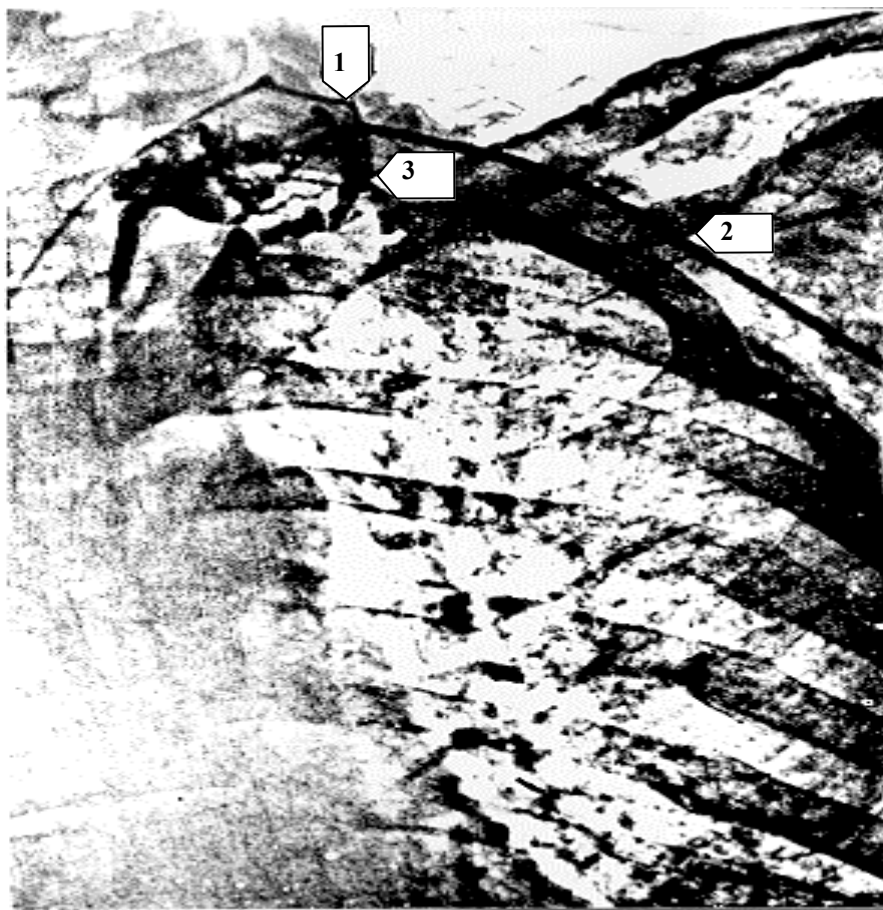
Анте- и ретроградная электрорентгенолимфограмма, произведенная через катетеры, введенные анте- (1) и ретроградно (2) в ГЛП (3).
